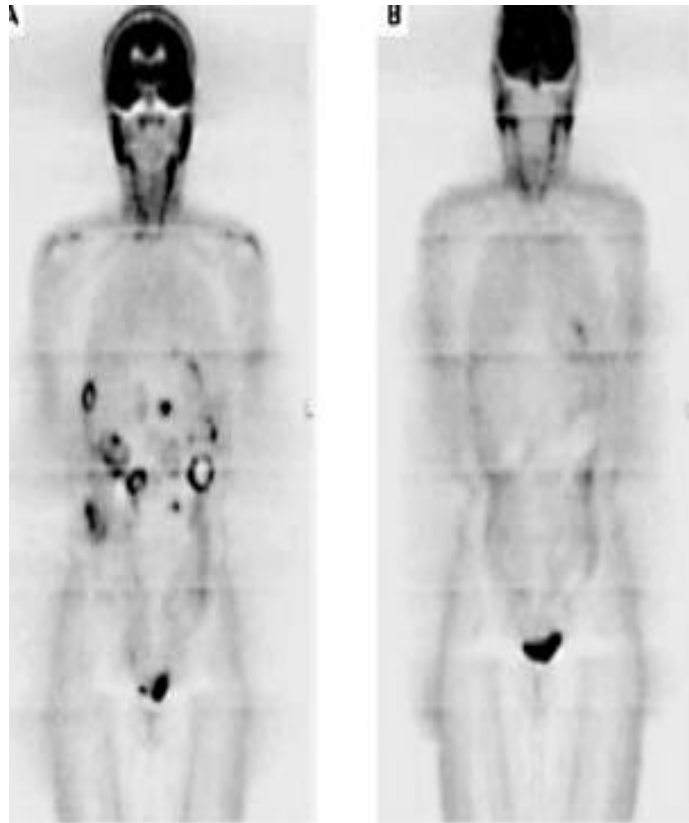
[156] : PET-scan de la 1ere patiente traitée
